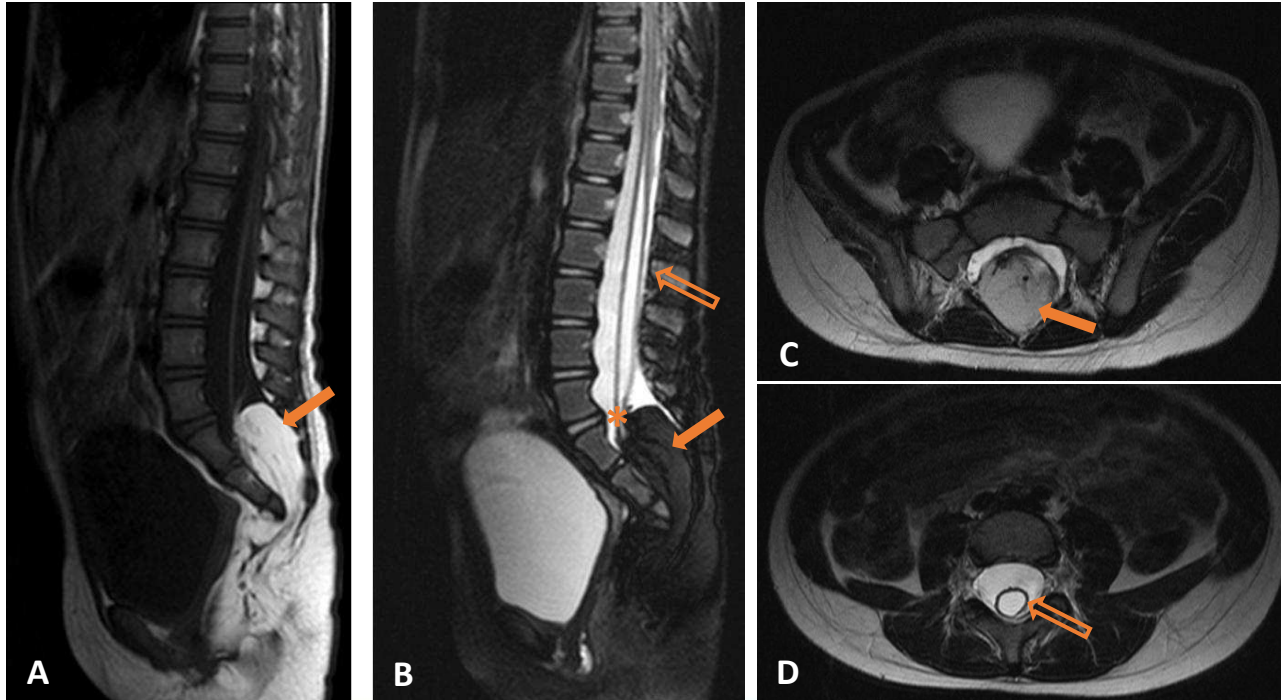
RM ponderada en T1 (A) y T2 fat sat (B) en plano sagital, y en T2 en plano axial (C-D) de una niña de 4 años con DE cerrado, que presenta un lipoma intradural (flechas sólidas) que está adherido al cono medular, que se encuentra anclado a nivel de L5-S1 (asterisco). En el interior del canal raquídeo, se visualiza la médula con una gran cavidad siringomiélica que se extiende desde T12-S1 (flechas vacías).
